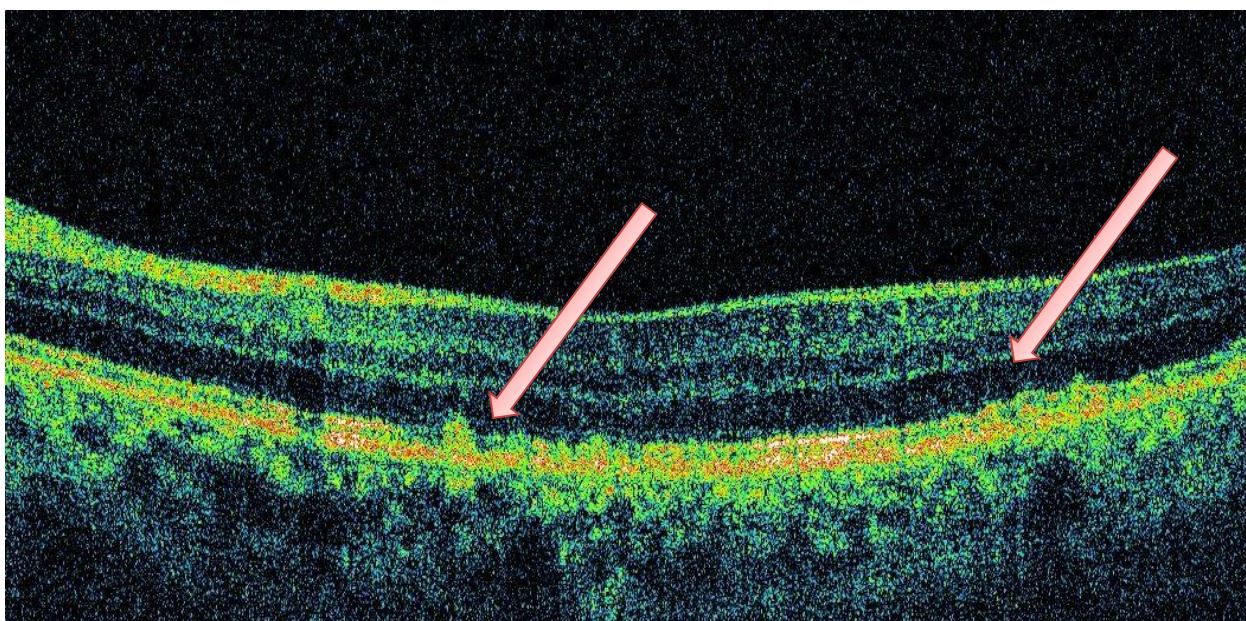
Examenul tomografiei în coerență optică indică denivelări mici ale epiteliului pigmentar al retinei, sugestive pentru druzele cuticulare.
